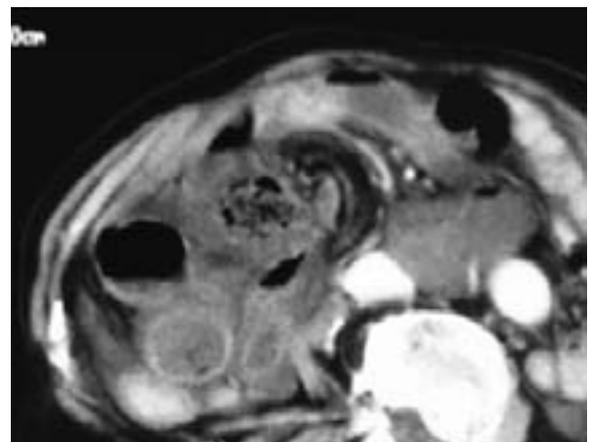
腹部造影CT：小腸に腸間膜が渦巻状に巻き込まれている所見(whirl sign)を認めた
